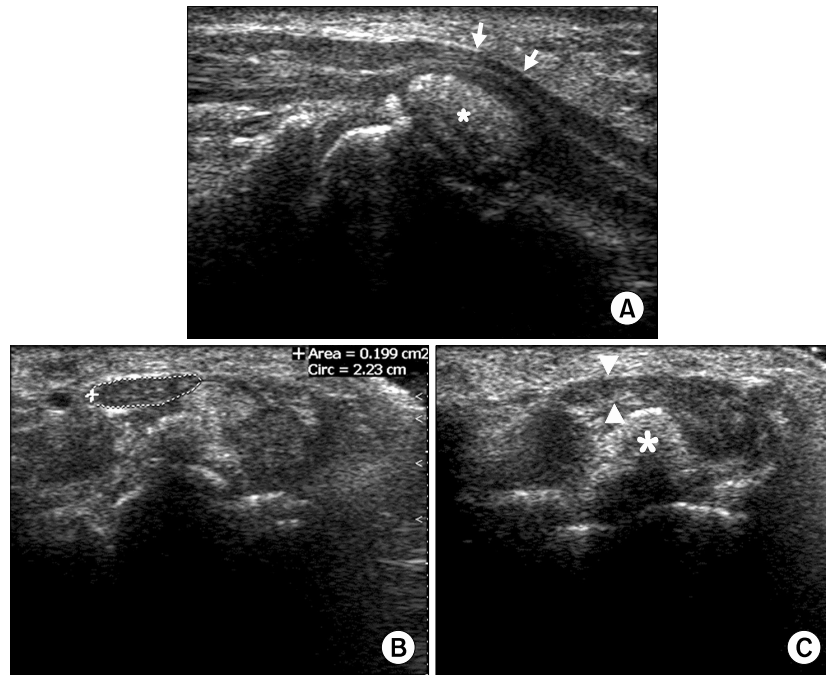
Ultrasonography shows (A) 12×6 mm sized oval shaped hyperechoic mass (*) in the carpal tunnel compressing the median nerve (arrows) in longitudinal scan, (B) increased cross-sectional area of medial nerve in the tunnel inlet, and (C) the flattening of median nerve (arrow heads) near the hyperechoic mass (*) in mid-tunnel in transverse scans.
